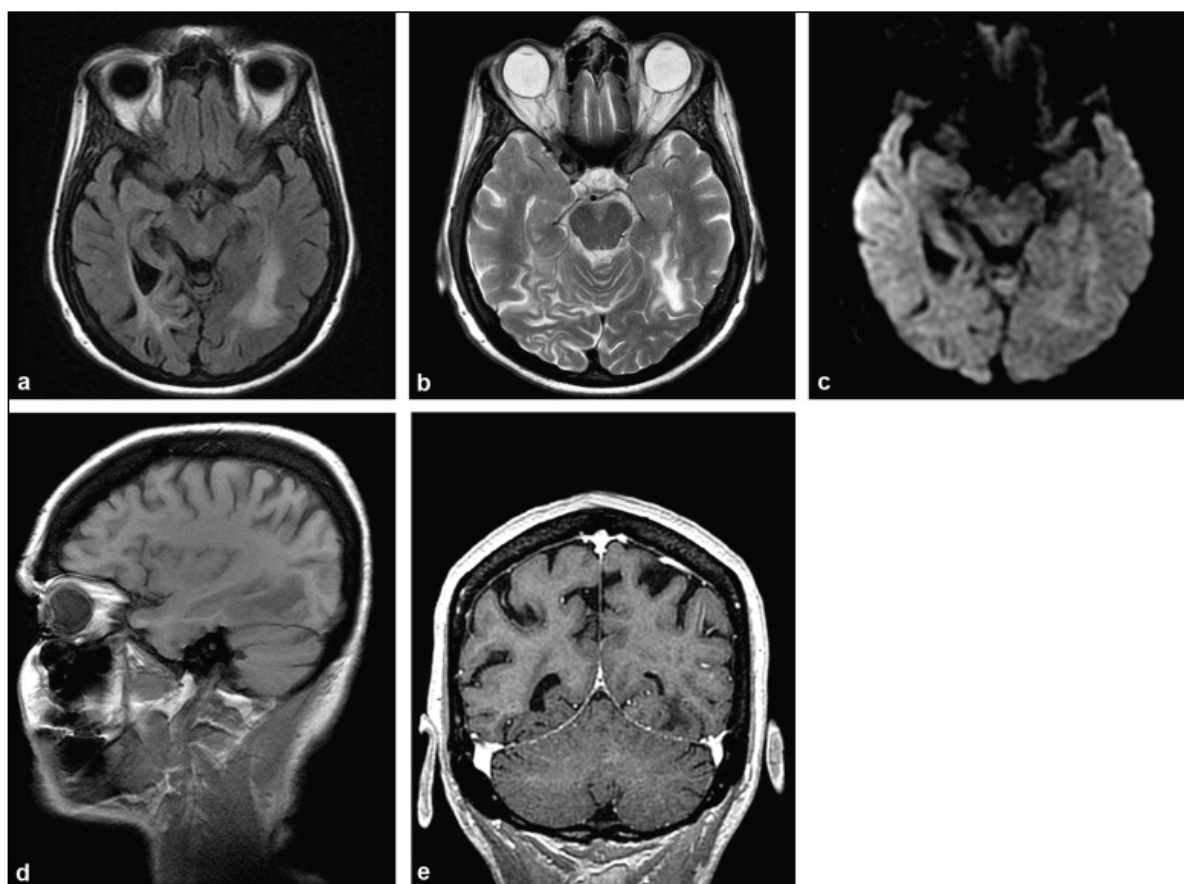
IRM de leuco-encéphalopathie multifocale progressive chez une patiente de 72ans, suivie pour une hémopathie traitée et présentant un déficit visuel évoluant de façon subaiguë [43]
